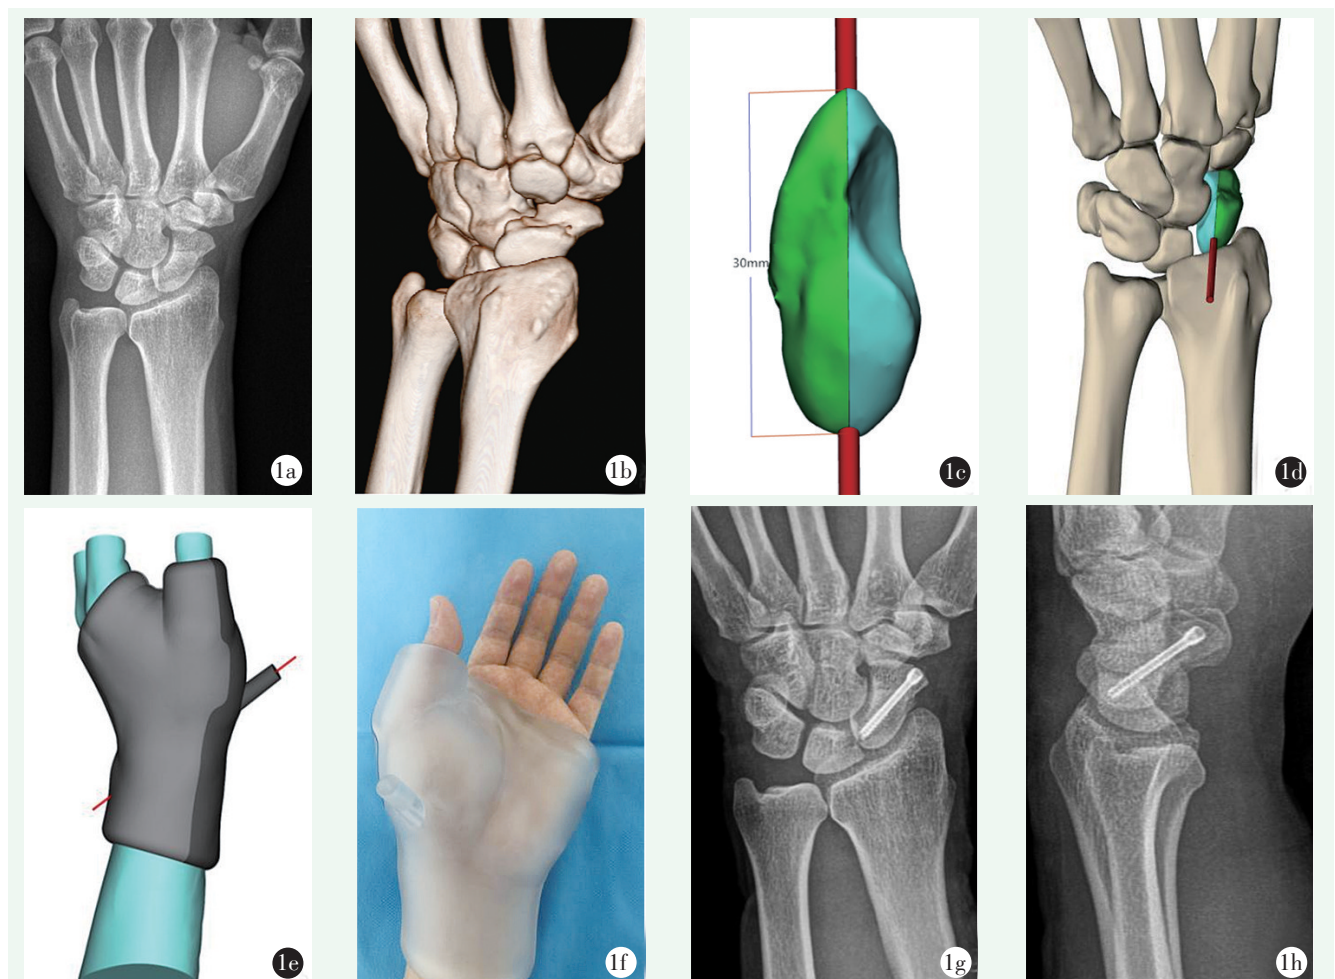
患者，男，32 岁 1a: 术前 X 线片示腕舟骨骨折 1b: 术前 CT 三维重建示左侧 Herbert A2 型腕舟骨骨折 1c, 1d: 术前设计导针方向位置 1e: 设计导板，导板侧方设计凹槽，避免安装时上下滑动移位 1f: 术中根据骨性及皮纹安装导板，并在导板引导下经皮置入导针和空心螺钉 1g, 1h: 术后 1 个月正侧位 X 线片示骨折对线对位和内固定位置良好
